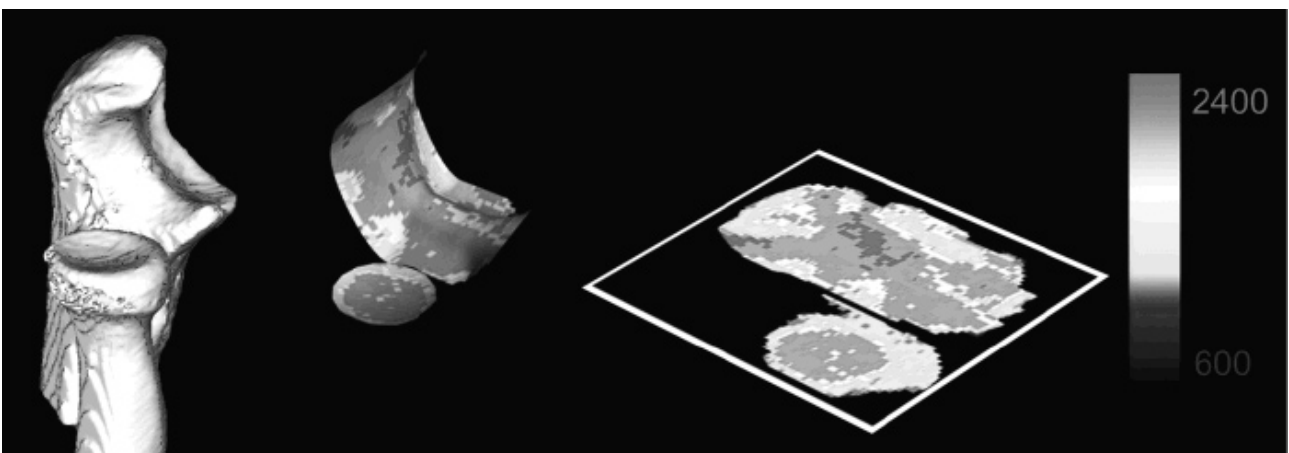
CTOAM法：得られた3D-CTを1mm間隔のsagittal像に再構築し，スライスごとに軟骨下骨の領域を自動的に同定する．HU値の計測を行い，関節面全体を描出する．定量的に評価するためHU値を9段階のカラースケールに分割した関節表面のイメージ像に再構築する．
